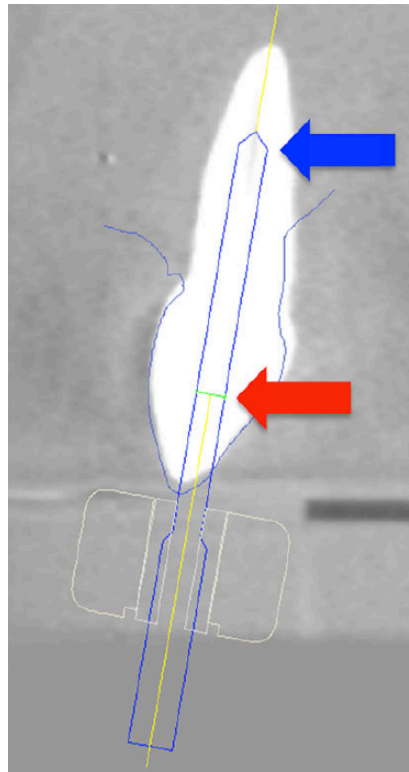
Coupe sagittale issue du CBCT d'une dent extraite. La superposition d'un foret virtuel sur la dent permet de créer un accès jusqu'au 1/3 apical de la racine. La flèche rouge indique la base du foret, la flèche bleue son extrémité travaillante (source : Zehnder et coll., 2016).
